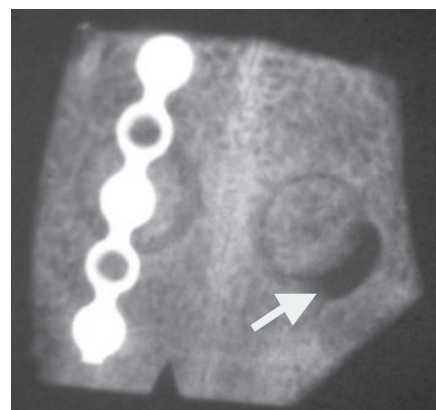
Röntgen von Knochenprobe. Gruppe Titan (links) und Histoacryl (rechts) nach 8 Wochen. Weißer Pfeil zeigt die Osteolysestelle.
